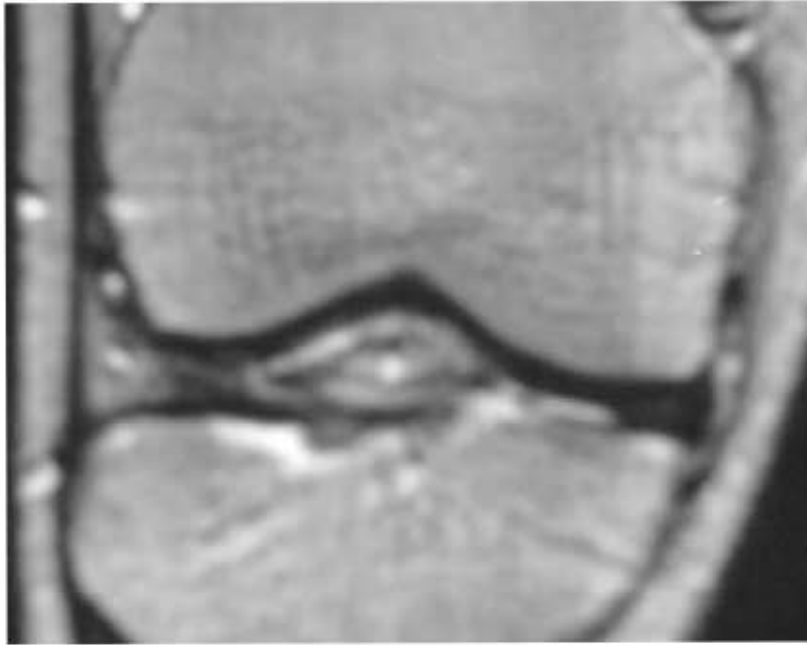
RM T1 corte coronal muestra desgarró de espesor parcial del menisco medial
